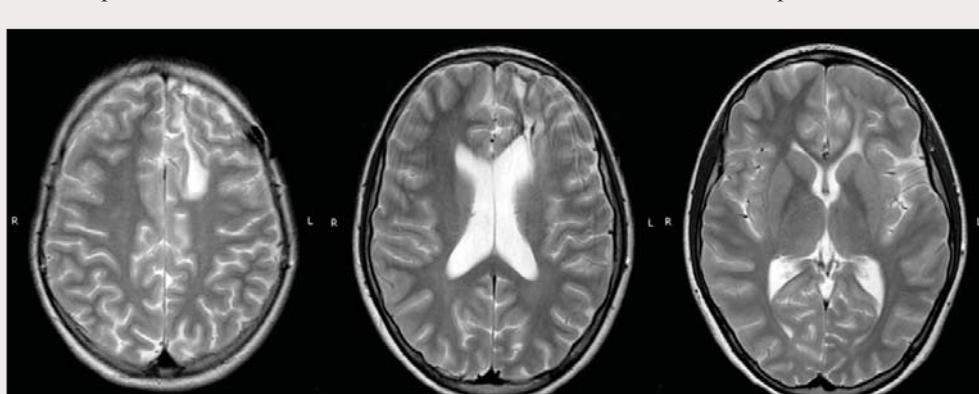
МРТ головного мозга клинического случая № 2. В левой супратенториальной области видны результаты хирургической операции (левая фронтальная краниотомия), а также зона размягчения, которая сообщается с передним рогом бокового желудочка. Других существенных изменений сигнала замечено не было
